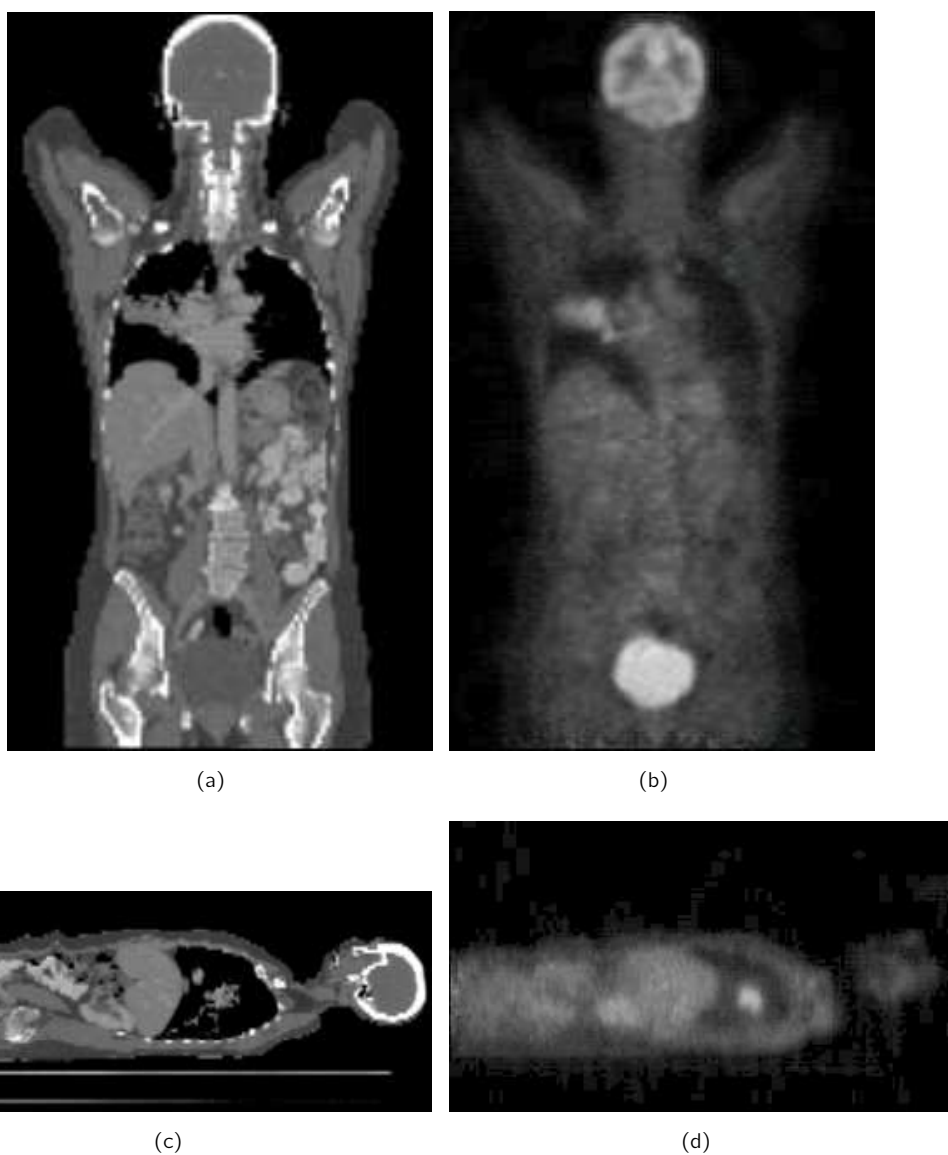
Monomodale sagittale und koronare Schichtdarstellung der zur Registrierung und Multi-Volumenvisualisierung herangezogenen CT- und PET Ganzkörperdatensätze.
